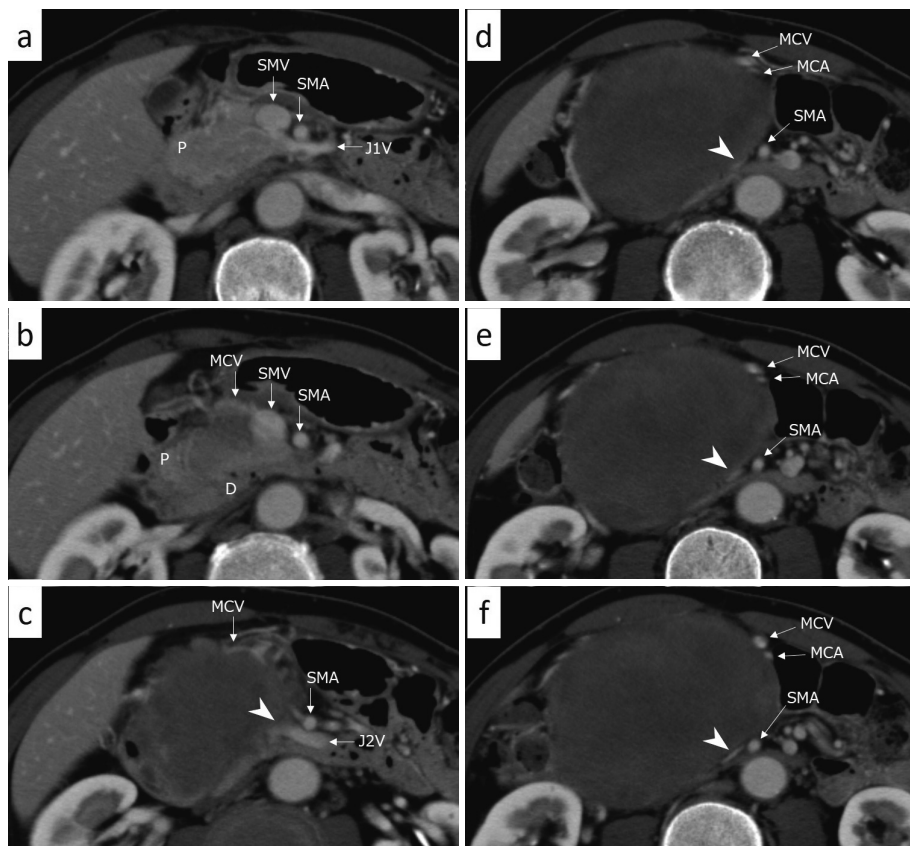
腹部造影CT：臍鉤部・十二指腸尾側に円形腫瘍を認めた（a～f）. SMV（矢頭）はJ2V合流部の末梢側で途絶していた（c～f）.
